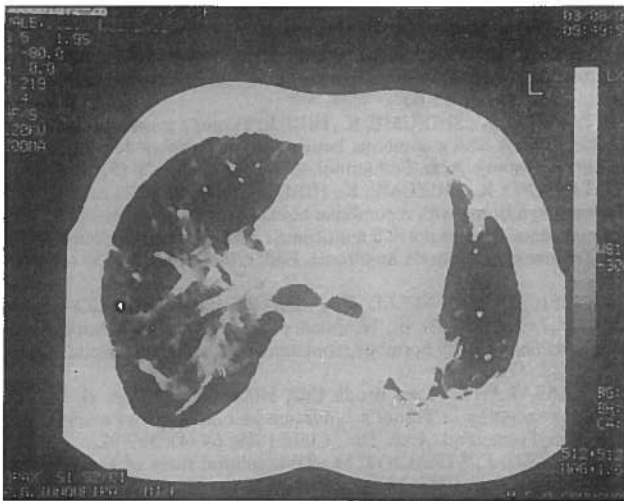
Pormenores da Tomografia Axial Computorizada efectuada.
